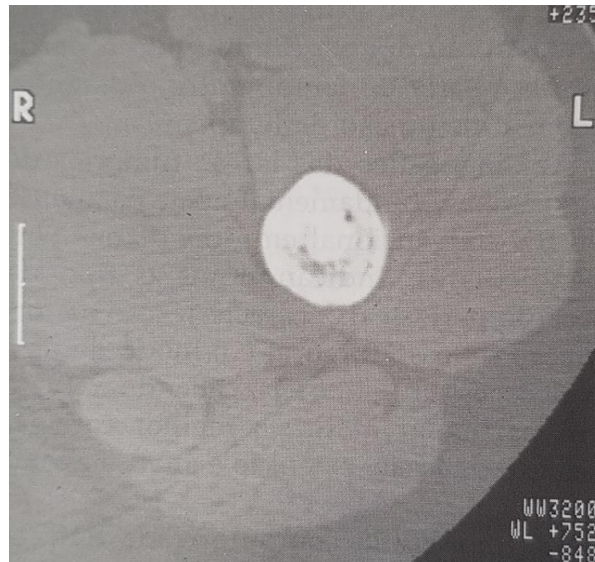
TC axial da diáfise do fêmur, apresentando calcificações medulares e infiltração periosteal num granuloma eosinófilo [28].
